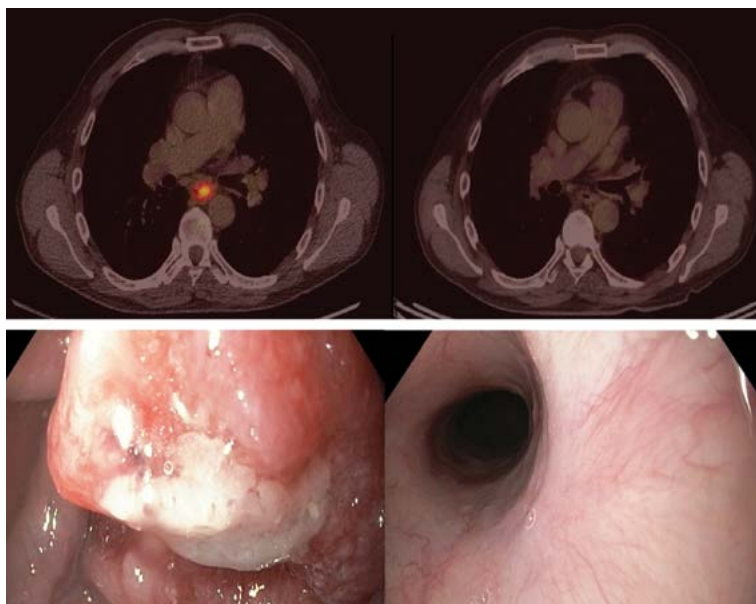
Сканы позитронной эмиссионной компьютерной томографии и фиброгастродуоденоскопии до и после проведения НАХЛТ
